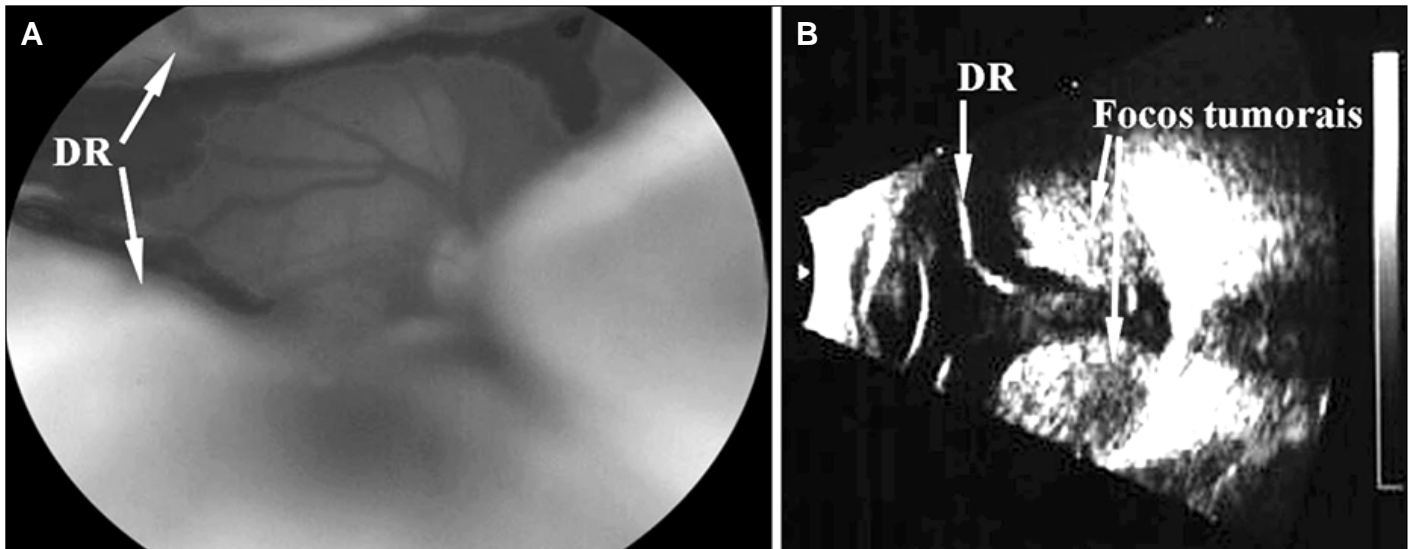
Retinografia e ultra-sonografia de OD na consulta inicial. Note o exuberante descolamento de retina (DR) não-regmatogênico e com aspecto atípico (esquerda) e a presença de vários focos tumorais em coróide, superior e inferior ao disco óptico, sob a retina descolada (DR) (ultra-som à direita)
